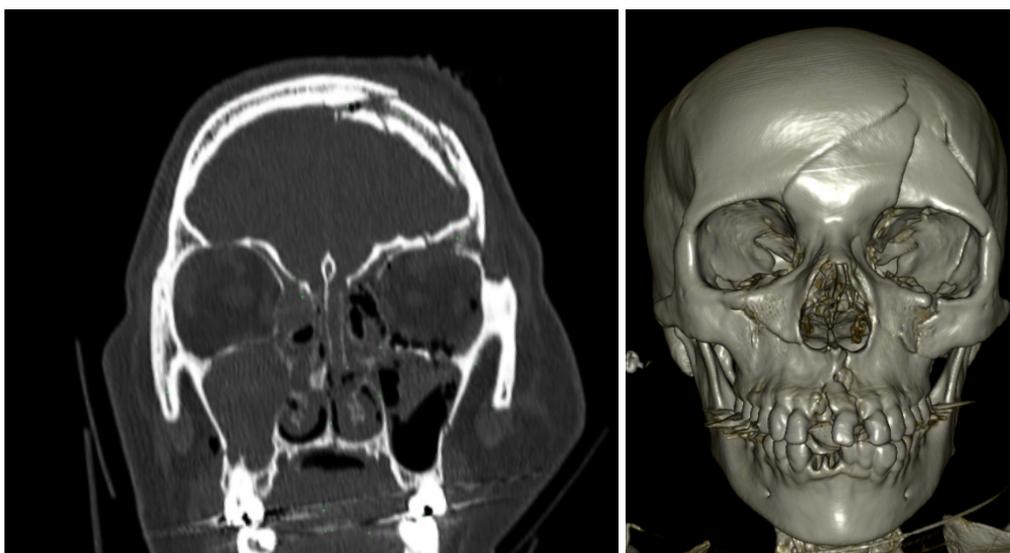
TC evidenciando fraturas nas paredes do Seio Frontal.
